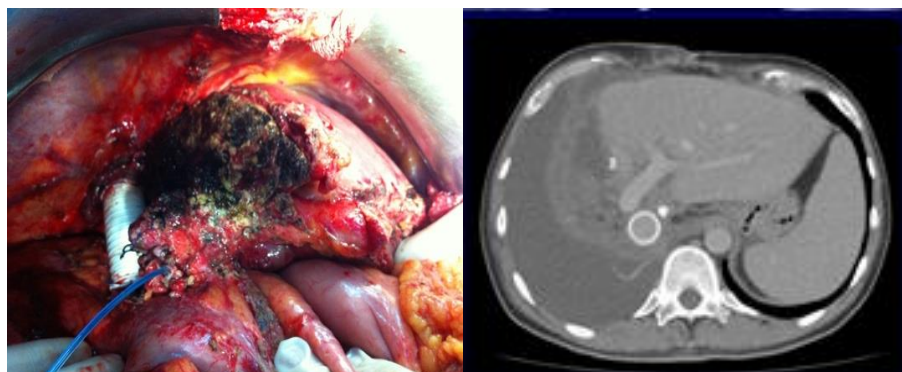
Colocación de injerto de Gore-Tex® anillado en un caso de T-ALPPS que presentaba invasión de vena cava inferior. Imagen de TC que muestra el resultado tras dicha cirugía.
